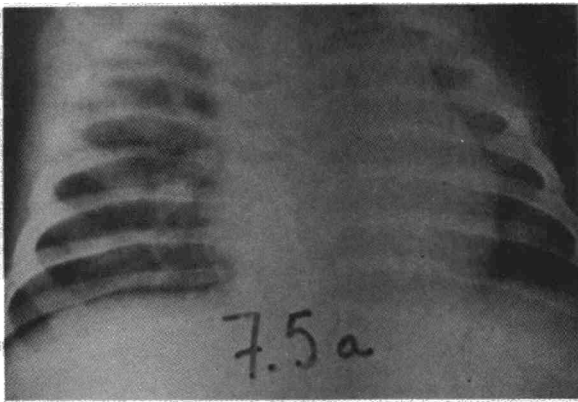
J.A. Niño de 16 meses. Radiografía PA valorada como normal.
